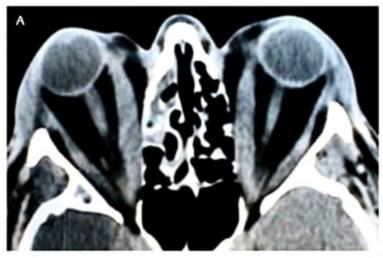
Ressonância nuclear magnética de órbitas.
